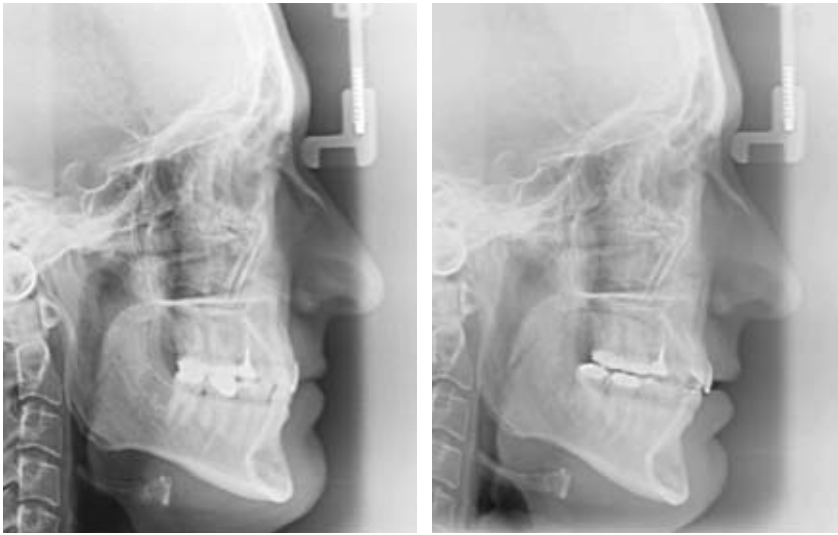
Telerradiografía lateral de cráneo postratamiento (3/2010).
